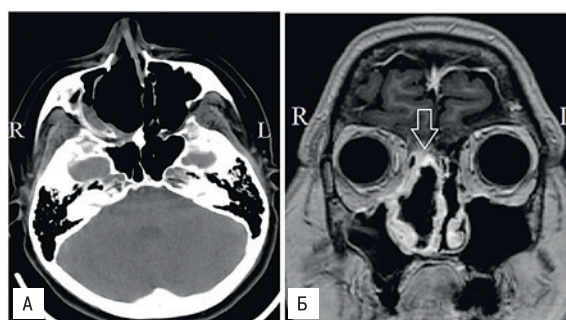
а — КТ, аксиальная проекция — ложе удаленной опухоли, 3б — МРТ фронтальная проекция, контрастированная слизистая оболочка, пластический материал в зоне дефекта. Стрелкой указана зона пластики дефекта основания черепа.
